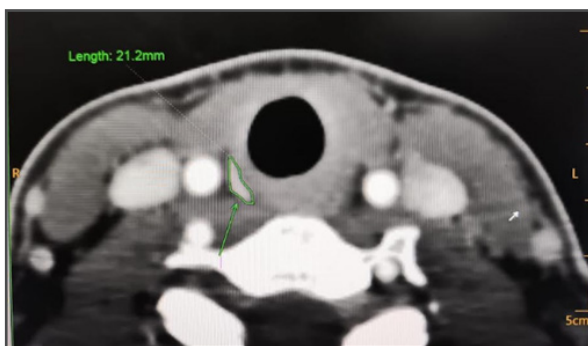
TAC con contraste de cuello. Corte Axial con evidencia de imagen para traqueal derecha con realce post contraste homogéneo con medidas de 21,2 mm.
